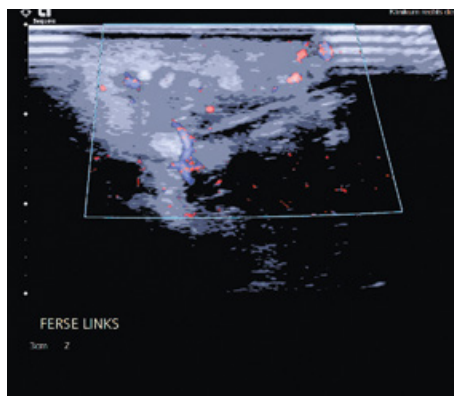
Im bidirektionalen Powerdoppler zeigen sich Gefäße im echoarmen Gewebe um den Fremdkörper als Ausdruck eines vermehrten Gefäßmusters zum Beispiel im Rahmen einer Entzündung.
